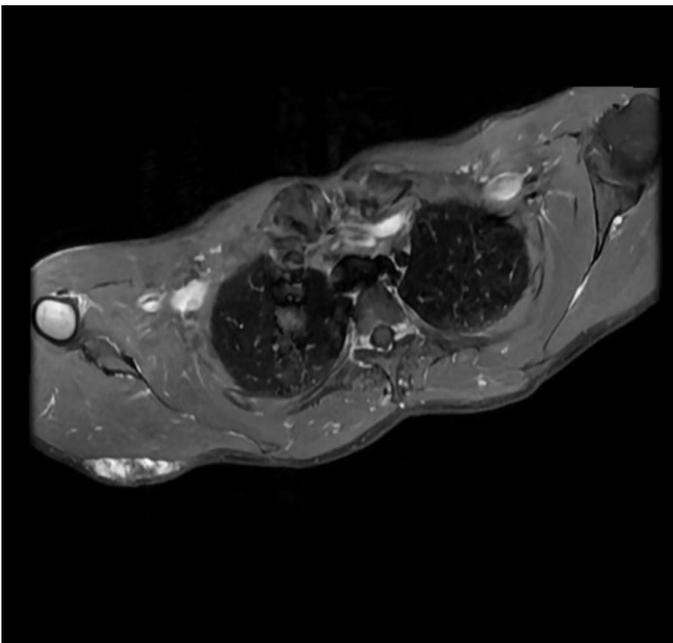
RM con contraste I.V. de Hombro Derecho. Proyección axial en secuencias T1.
